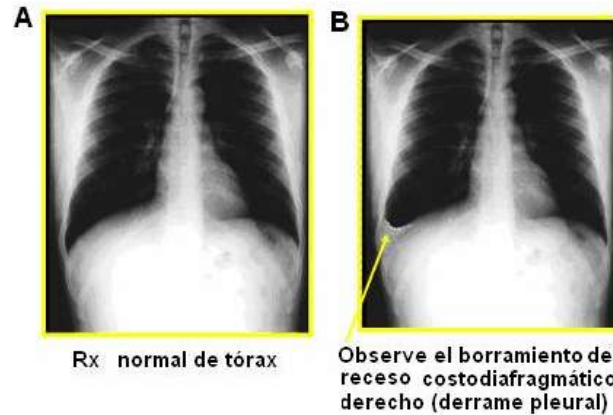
Radiografía anteroposterior del tórax
